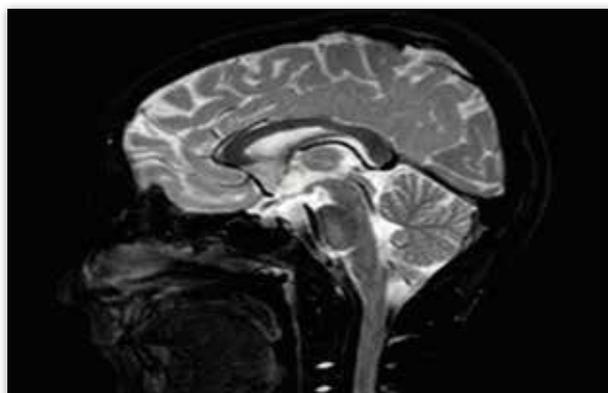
RM en T2. Sagital. Señal hiperintensa bulboprotuberancial.
